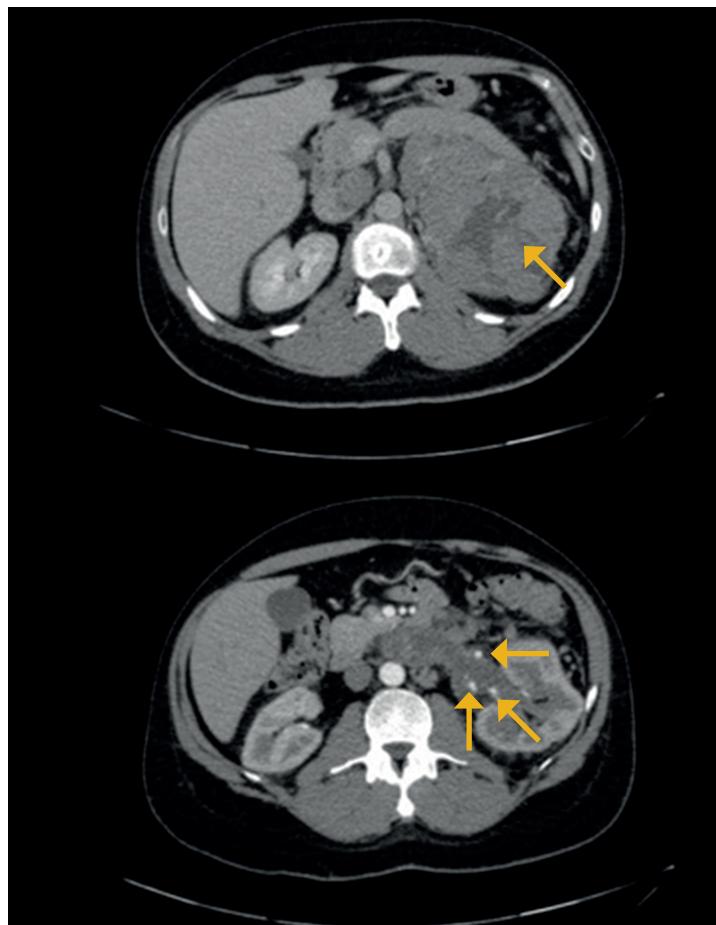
TAC abdominal: tumoración de contorno lobulado y definido, aspecto heterogéneo con calcificaciones, zonas quísticas y sólidas, de 152 x 102 x 143 mm en sus ejes mayores y desplazamiento de cola del páncreas y riñón izquierdo. Reforzamiento de más de 20 UH.
